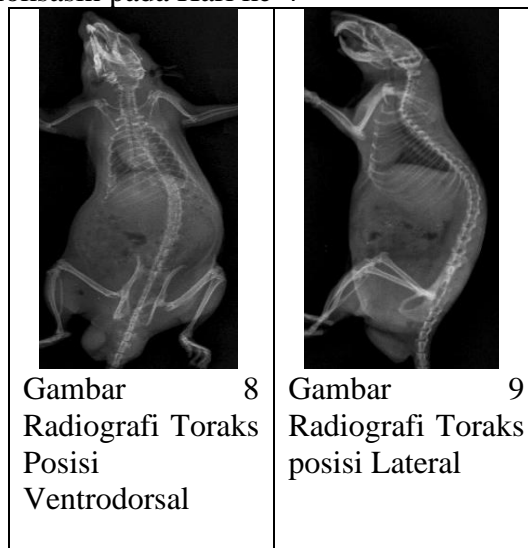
Radiografi Toraks Posisi Lateral
